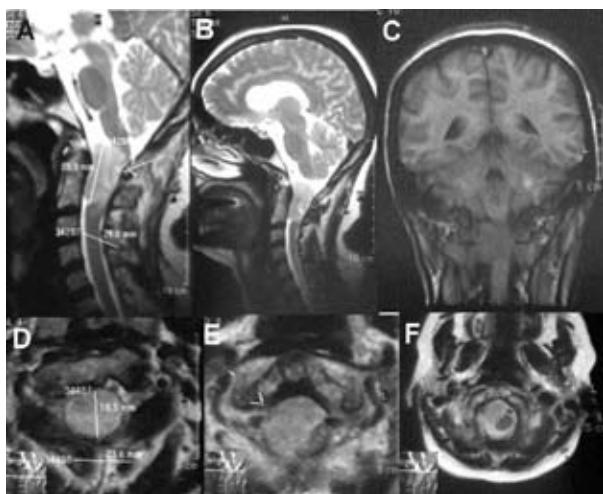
Магнитно-резонансные томограммы больного с вентролатеральной опухолью III типа на уровне C_1-C_{II} . А, В — сагиттальные срезы, С — фронтальный срез, D, E, F — аксиальные срезы
